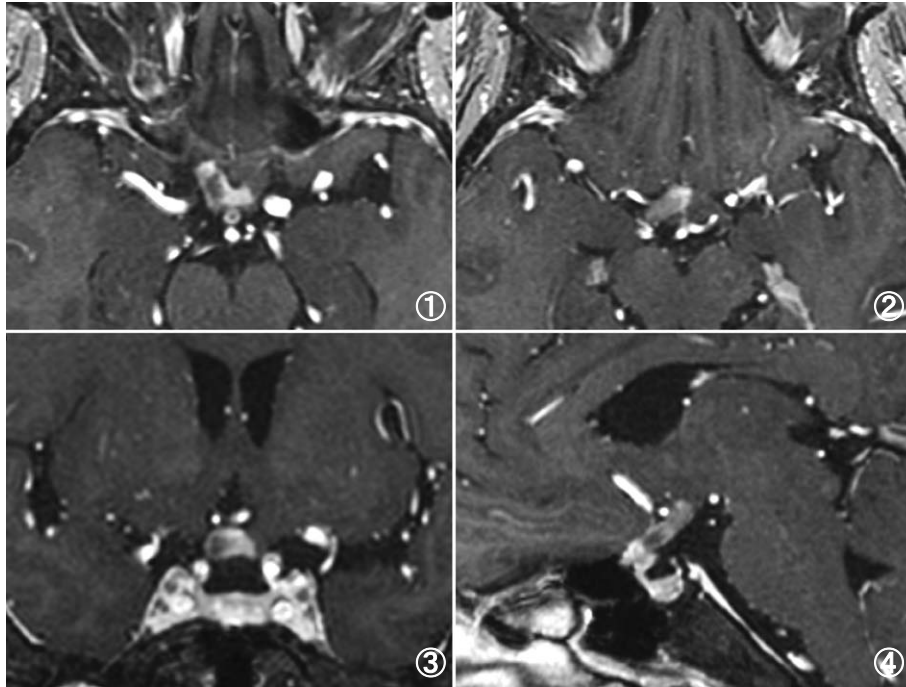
Admission MR image
